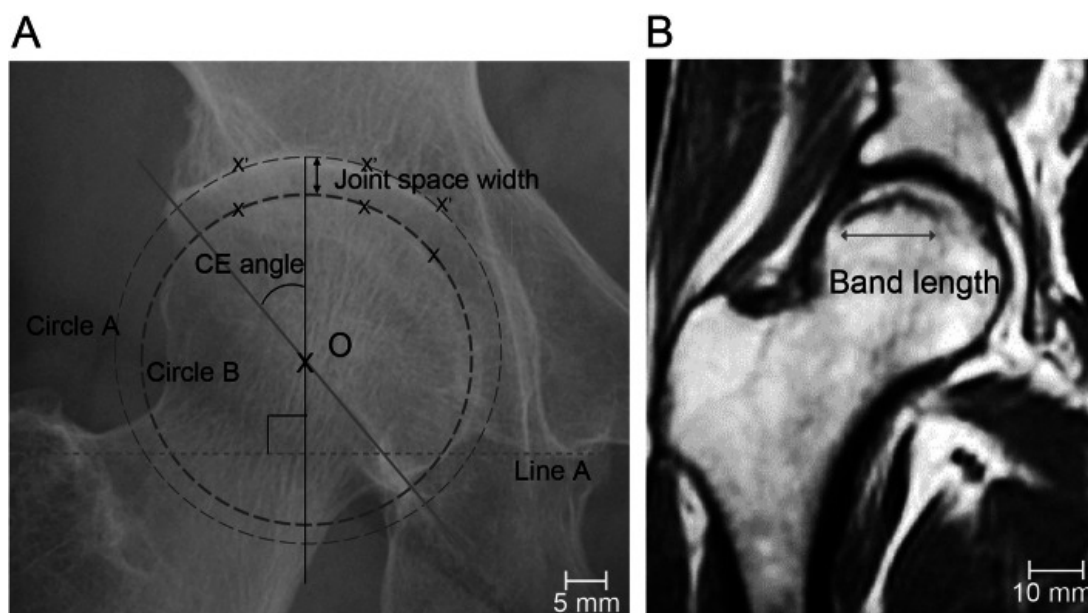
X 線評価 A 股関節の評価に使用した X 線指標を示す。O=大腿骨頭の中心、線 A=両側の涙点を結ぶ線、円 A=臼蓋関節面に任意に設定した 3 点を通る円、円 B=大腿骨頭に任意に設定した 3 点を通る円。B MRI の T1WI で、低信号のバンド長の測定。スケールバー:10mm。CE:center-edge
